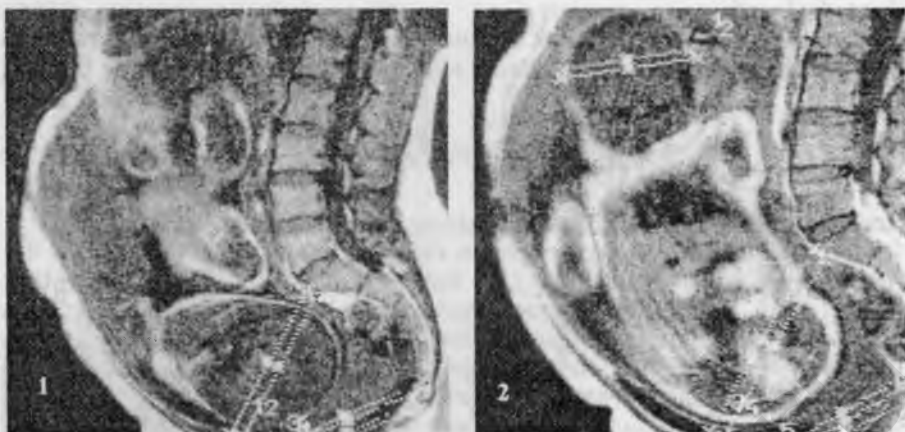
Магниторезонансная томография и пельвиометрия при доношенной беременности
